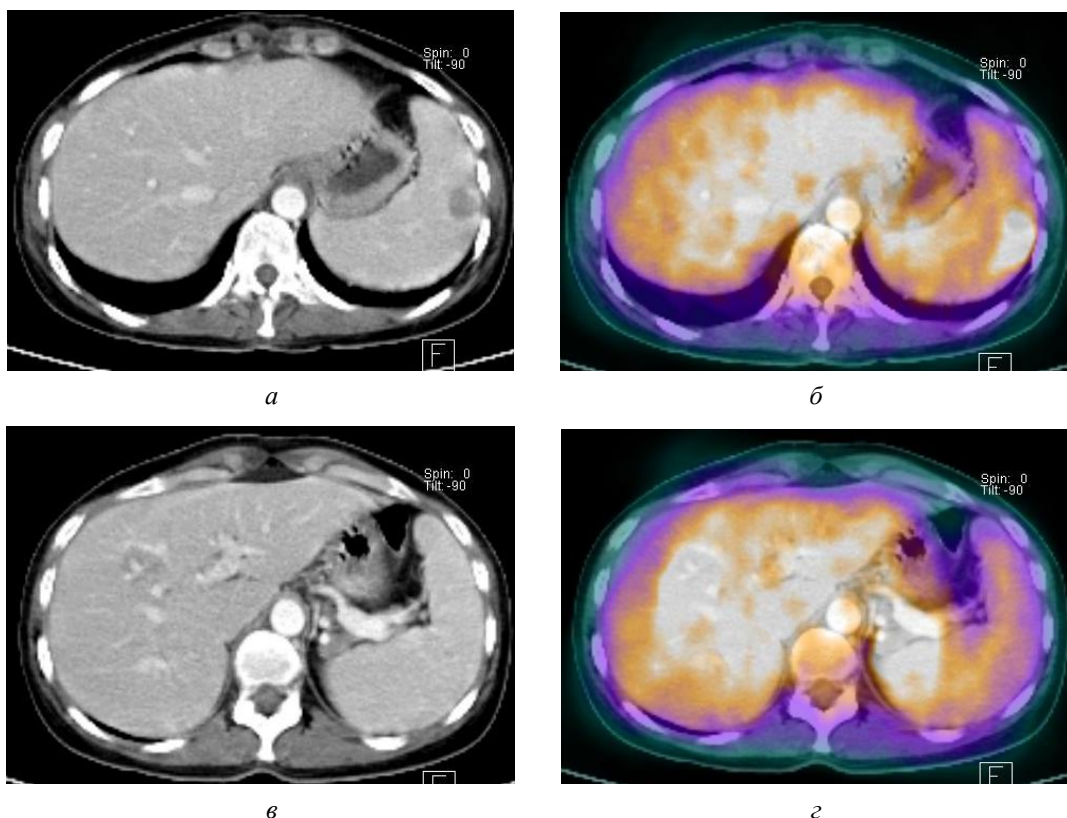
Поражение печени и селезенки при неходжкинской лимфоме. По данным КТ (а, в), печень увеличена в размерах, структура ее неоднородная, определяется образование пониженной плотности. В селезенке визуализируется очаг пониженной плотности размером $1,5 \times 2,1$ см. По
